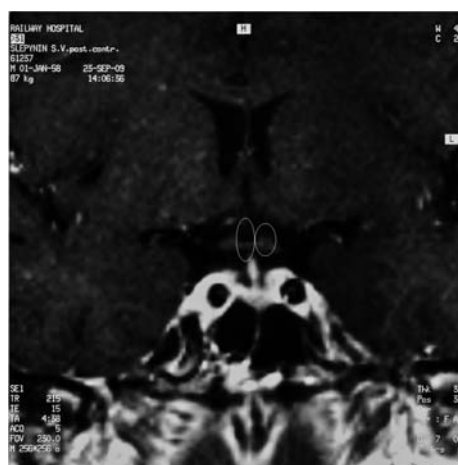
МР-томограмма гипофиза после контрастирования сосудов магнетомом у больного С. 25.09.2009 г. Сохраняющаяся микроаденома гипофиза отмечена малым овалом, а появившаяся ликворная киста паутинной оболочки — большим овалом
